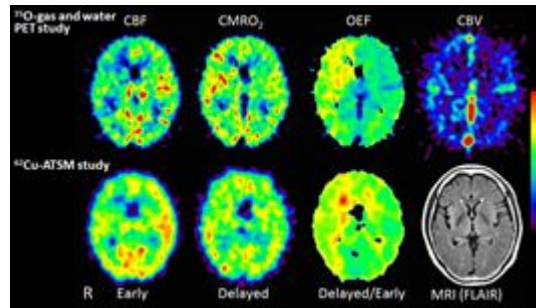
^{15}O gas PET と ^{62}Cu -ATSM PET の画像比較。OEF と D/E ratio の画像は近似している。 ^{62}Cu -ATSM PET は ^{15}O gas PET よりも低侵襲で簡便な手法である。(Eur J Nucl Med Mol Imaging 2011 Jun;38(6):1075-82 より抜粋)
